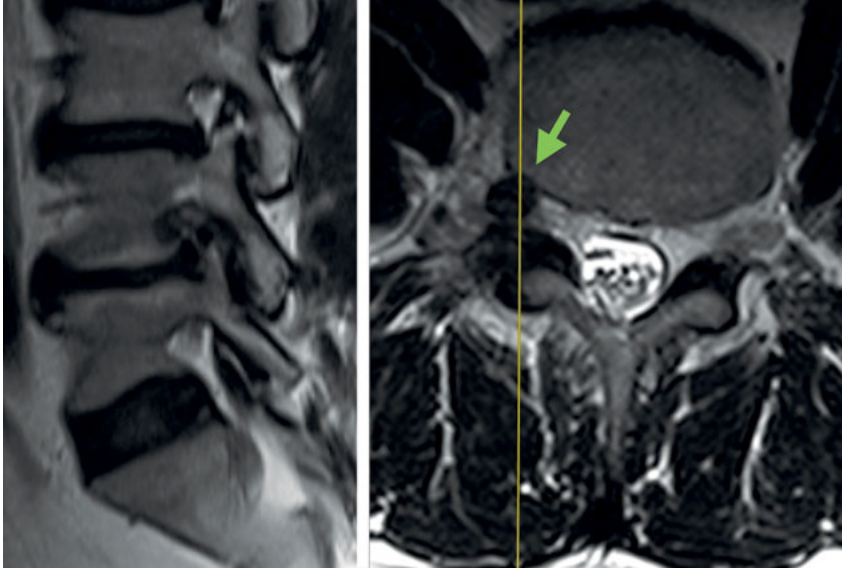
Sagittales und axiales MRT T2. Foraminaler Bandscheibenvorfall Lw4/5 rechts.
